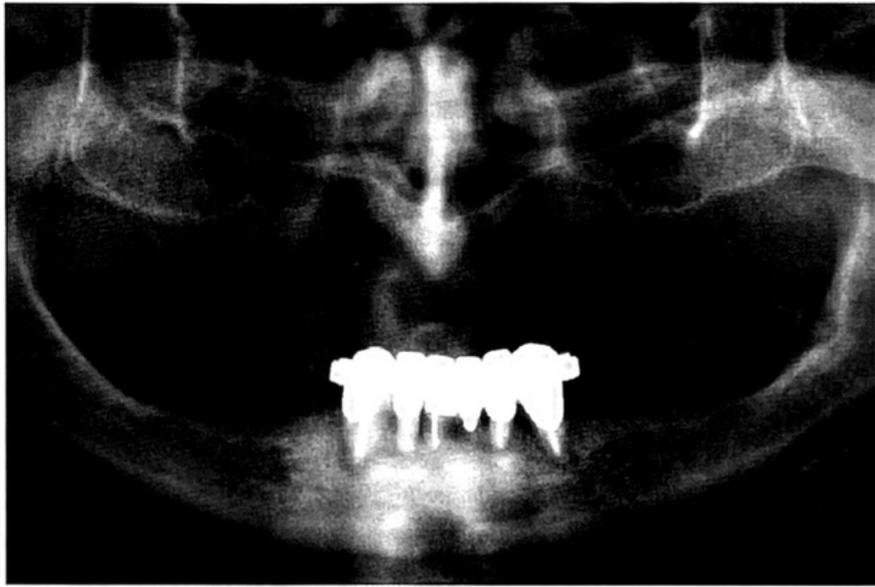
Tomografia preoperatoria dei mascellari; è possibile evidenziare il notevole grado di atrofia del mascellare superiore da entrambi i lati
